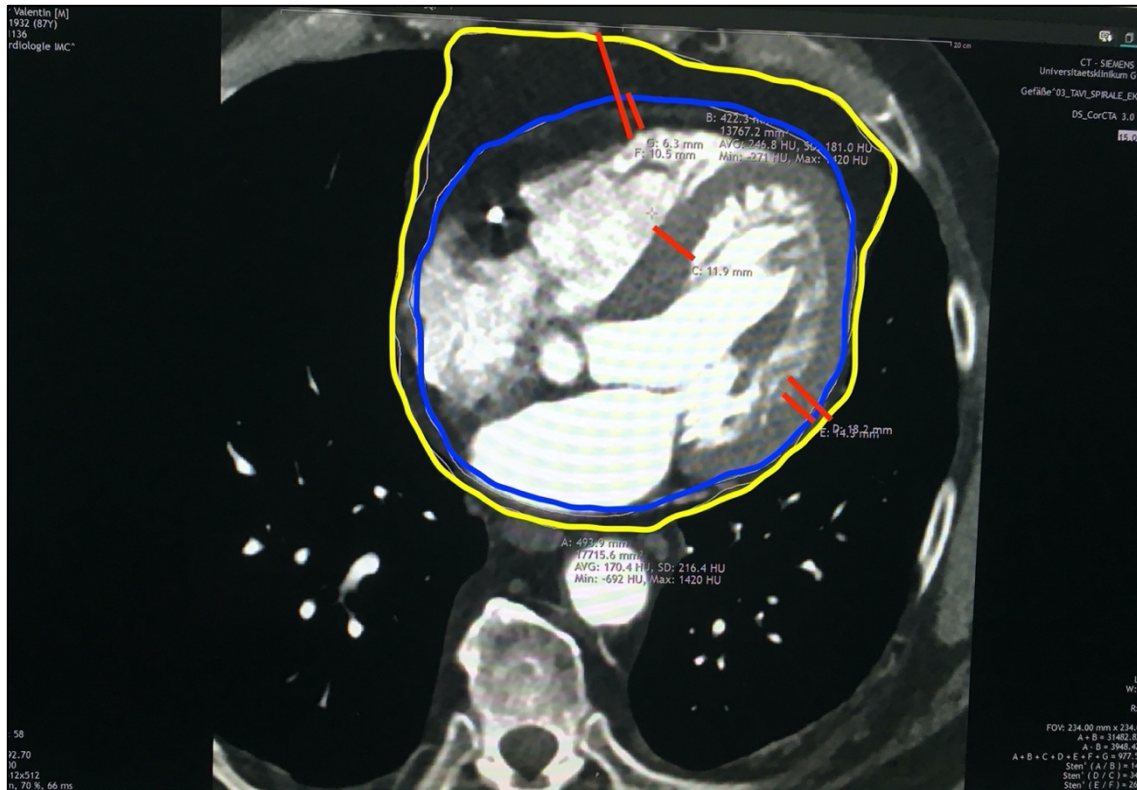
In dieser Studie erhobenes CT-Bild des Herzens im axialen Schnitt
